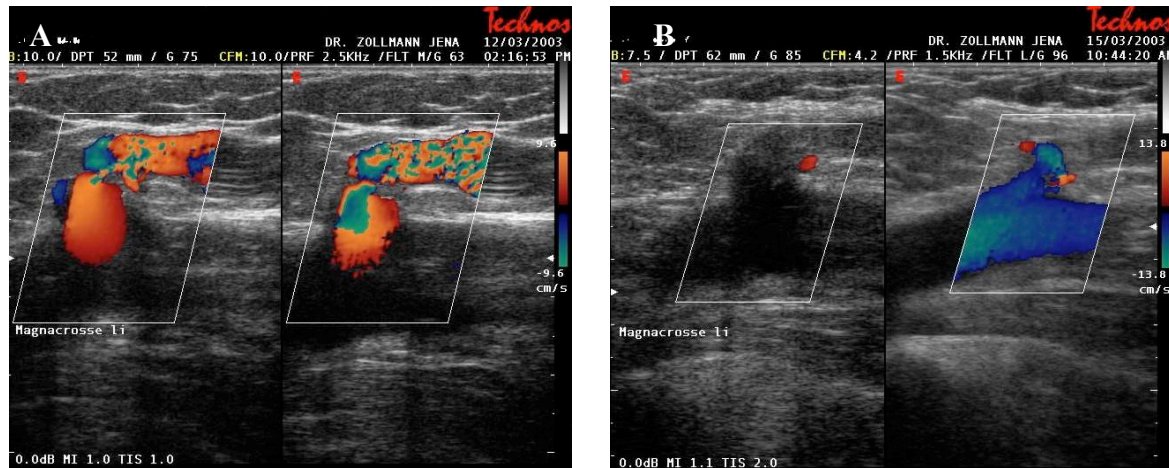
Duplexsonographische Befunde vor und nach endovasaler Lasertherapie.
